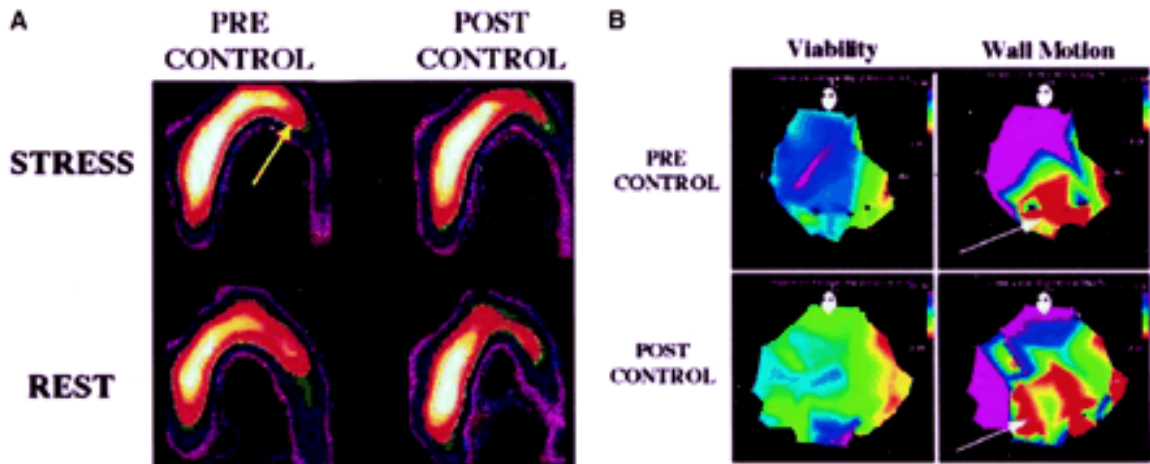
SPECT-myokardszintigraphische Ergebnisse und NOGA-elektromechanisches Mapping eines Placebo-behandelten Patienten. (A) Vor Studieneinschluß (linke Hälfte) zeigt sich in der ^{99}Tc -Sestamibi SPECT-Untersuchung ein anterolateraler Perfusionsdefekt, welcher sich nach medikamentöser Belastung mit Dipyridamol als Hinweis auf teilweise reversible Ischämie partiell noch verstärkt (gelber Pfeil). 12 Wochen nach Placebo-Behandlung sind die Bilder der Ruhe- und Belastungsphase (rechte Seite) praktisch unverändert zum Ausgangsbefund. (B) NOGA-Karten des gleichen Patienten bestätigen die unveränderte anterolaterale Ischämie (mit Pfeil markierte Zonen) vor (oben) und nach (unten) Placebo-Behandlung.²⁹⁹
